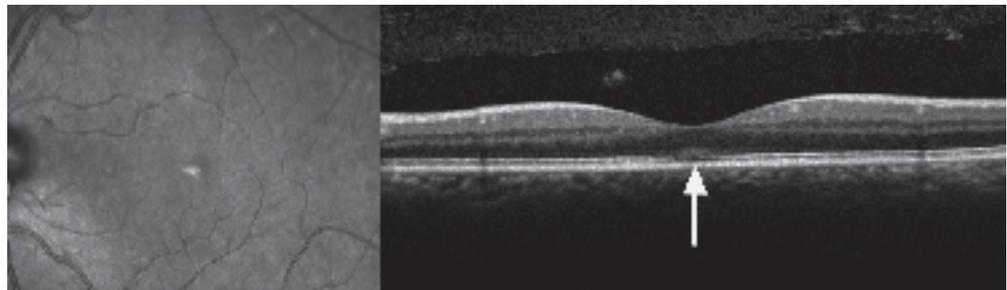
Image du fond d'œil et tomographie de cohérence optique (OCT) d'un sujet présentant une altération des photorécepteurs visible sous la forme d'un flou localisé (flèche) responsable d'une baisse d'acuité visuelle.
